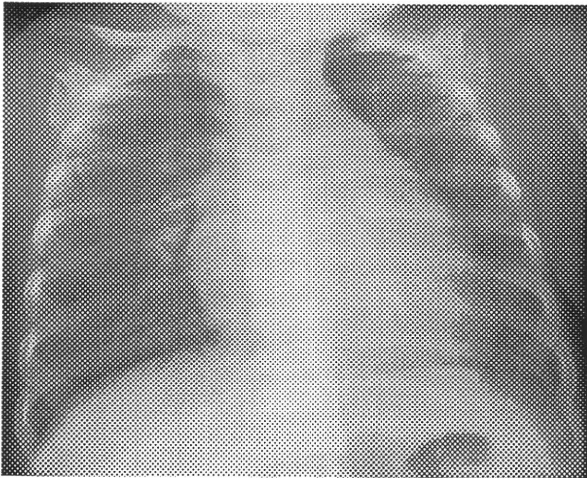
Chest radiograph at admission shows mild cardiomegaly and marked pulmonary congestion (case 3)
